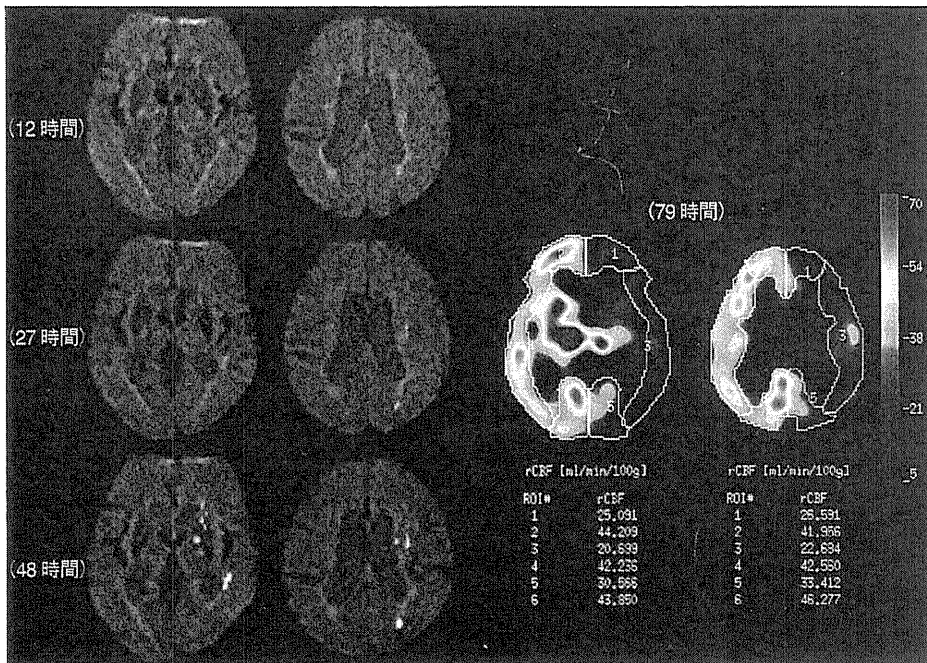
アテローム血栓性脳梗塞型 TIA 症例の MRI (DWI) および脳血流 SPECT 所見
